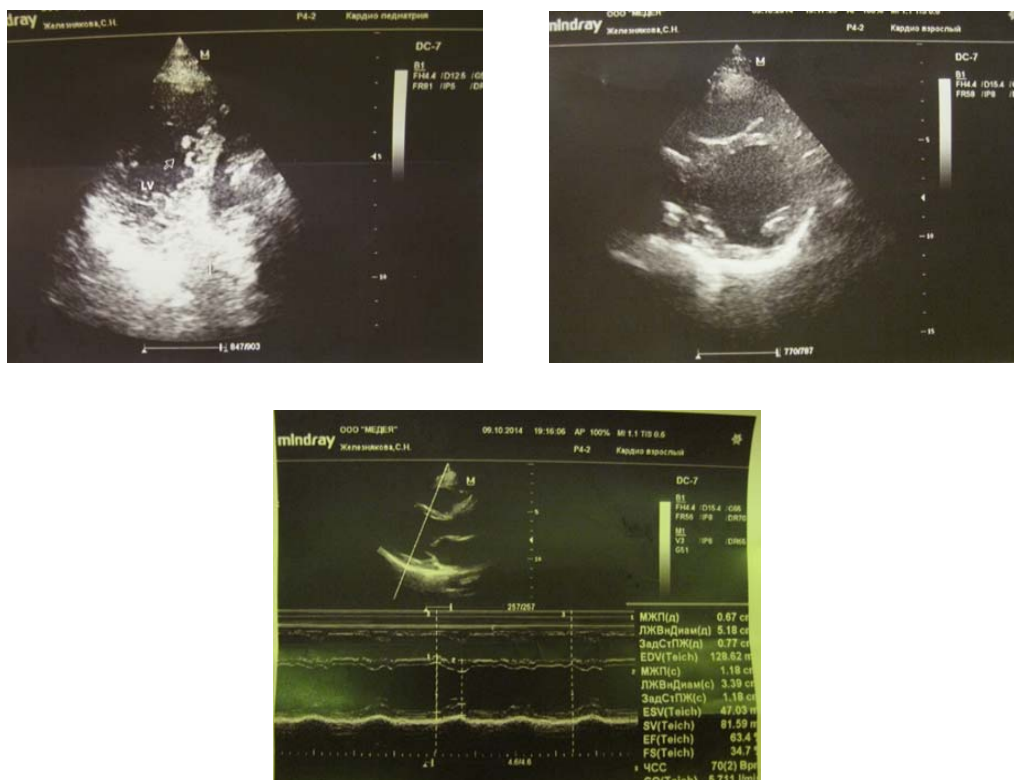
Эхокардиограмма пациентки Ж. (М- и В-режим)
